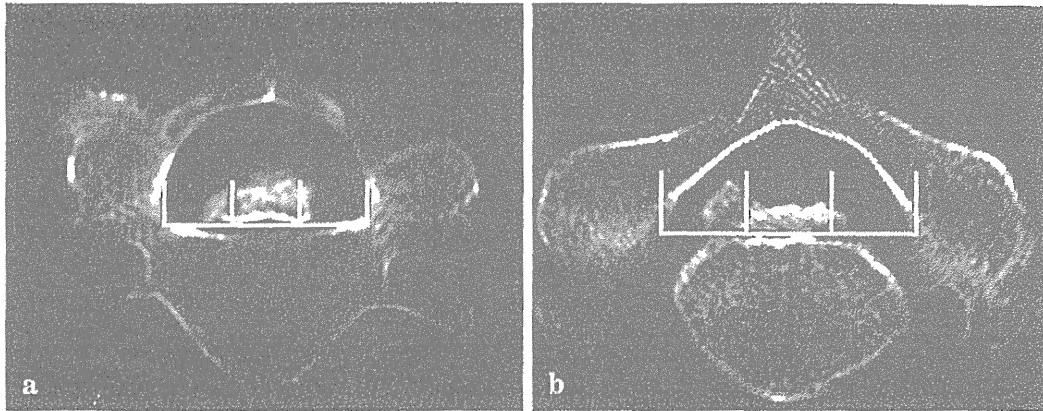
CTによるOPLLの分類(文献11より改変)
